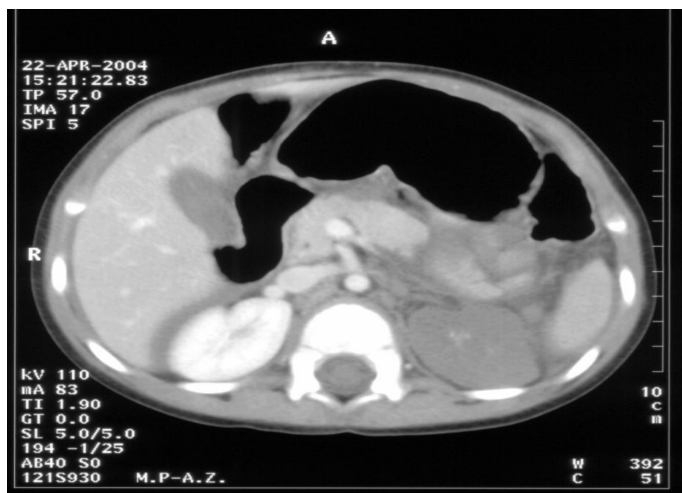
Tomografía axial computada que muestra fractura pancreática (zona I) y exclusión renal (zona II).
